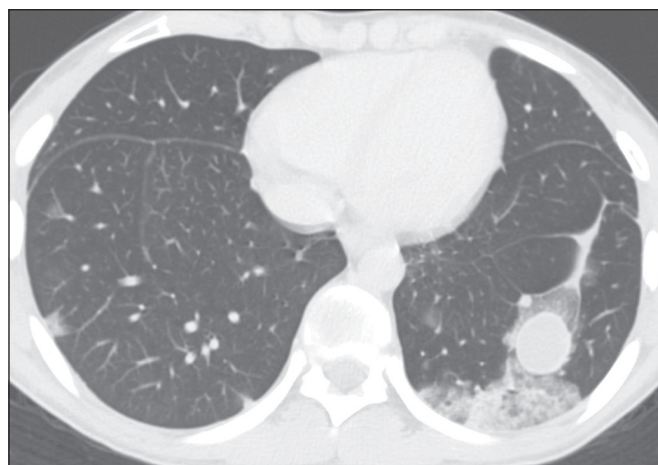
Metástase hemorrágica. Menino, 16 anos, com osteossarcoma primário no fêmur. TC com corte axial com janela para pulmão mostra opacidade nodular no lobo inferior esquerdo circundada por opacidades em vidro fosco, sugerindo hemorragia.
